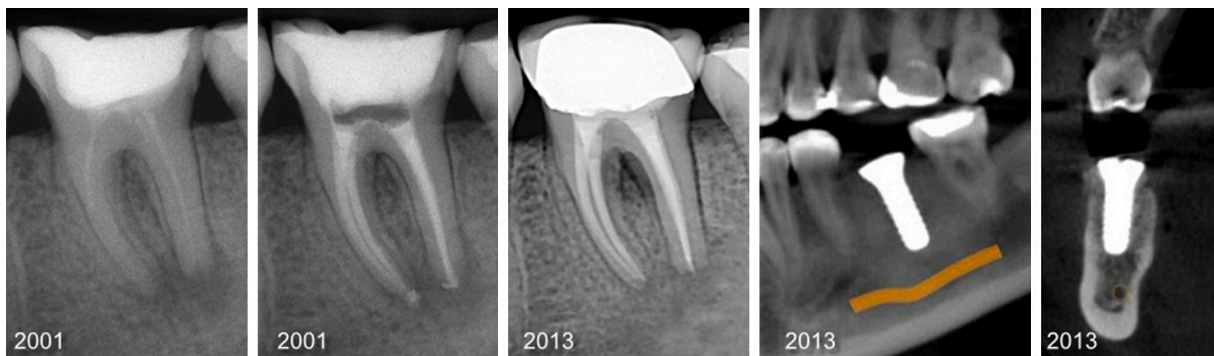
Radiographies rétro-alvéolaires et coupes sagittale et frontale issues d'un CBCT de la dent 36. Malgré une guérison de la parodontite apicale, la fragilisation de la dent par les procédures endodontiques successives a conduit à une fracture radulaire, puis à l'avulsion et au remplacement de cette dernière par un implant (source : Bóveda et Kishen, 2015).
